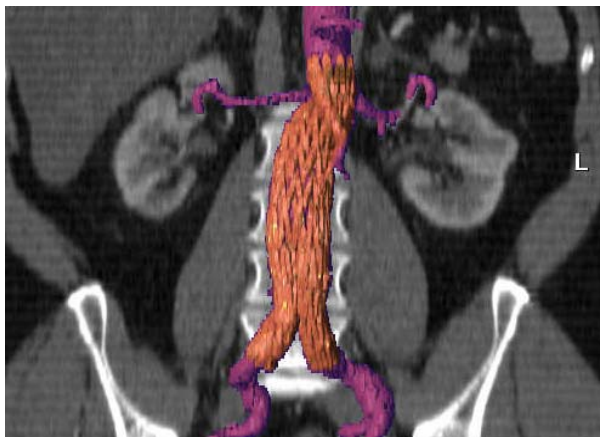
CT-Bild nach Endograftimplantation: Der Endograft stellt sich orange dar
